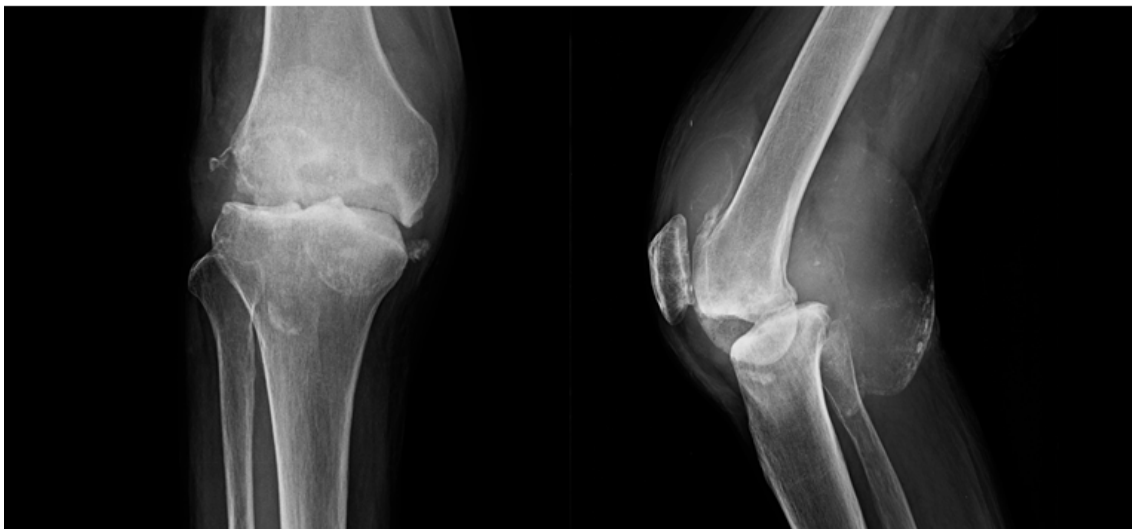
Simple radiograph of the right knee shows joint space narrowing and destruction and low signal intensity with peripheral calcification laterally.
